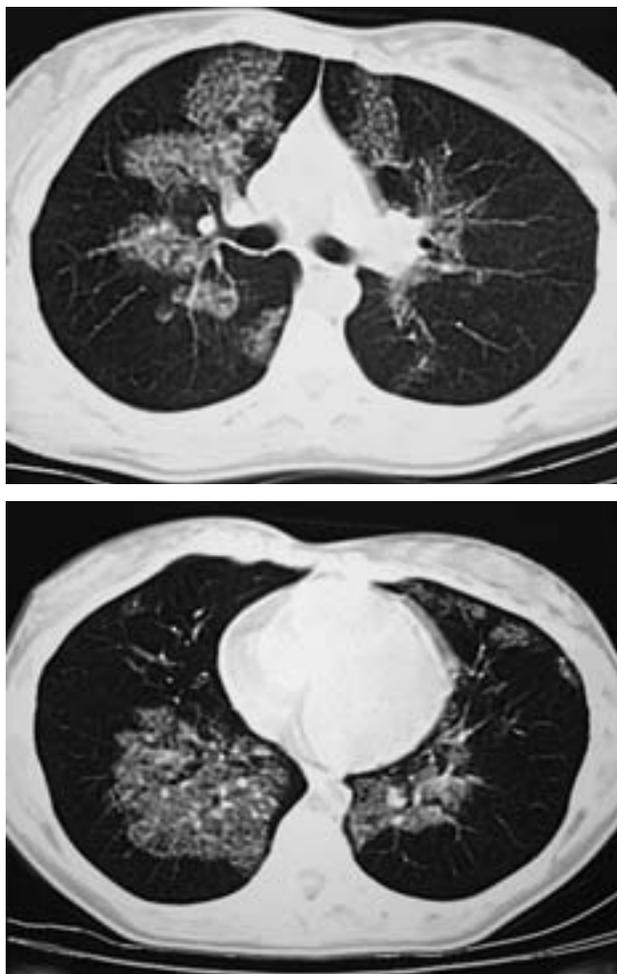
Фрагменты КТ органов грудной клетки пациентки от 15 апреля 2010 г.
